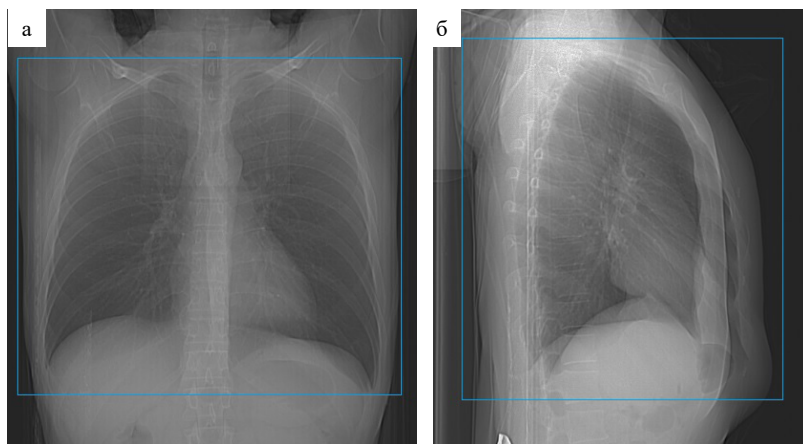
КТ-топограмма для разметки при ККТ при оценке паренхимы легких (синий прямоугольник): а — прямая проекция; б — боковая проекция
